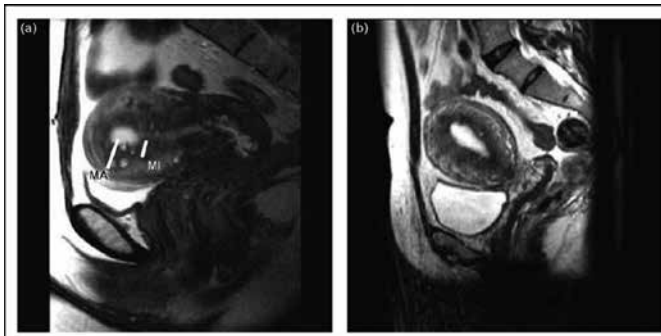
Correlação entre ultrassonografia bidimensional e ressonância magnética nuclear na adenomiose (Bazot et al., 2001)
